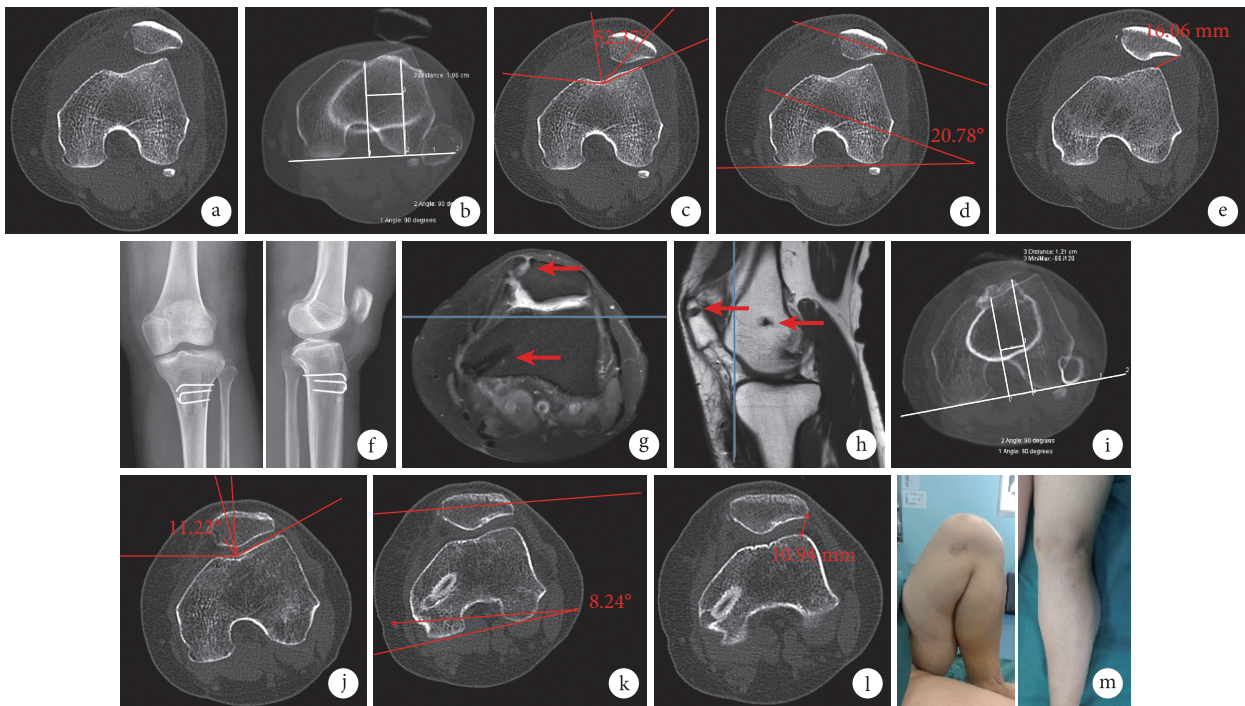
患者，女，35 岁，左膝关节复发性髌骨脱位 a. 术前 CT 示左膝髌骨脱位可能；b. 术前 CT 测量 TT-TG 值为 19.6 mm；c~e. 术前 CT 测量 CA 为 52.37°、PTA 为 20.78°、LPD 为 16.06 mm；f. 术后 5 d 膝关节正侧位 X 线片示克氏针及内移骨块在位；g, h. 术后 5 d MRI 可见髌骨斜行隧道(箭头)及内侧股骨隧道(箭头)；i. 术后 12 个月 CT 测量 TT-TG 值为 12.1 mm；j~l. 术后 12 个月 CT 测量 CA 为 11.22°、PTA 为 8.24°、LPD 为 10.94 mm；m. 术后 12 个月取出内固定物前皮肤切口及患膝关节活动度良好
